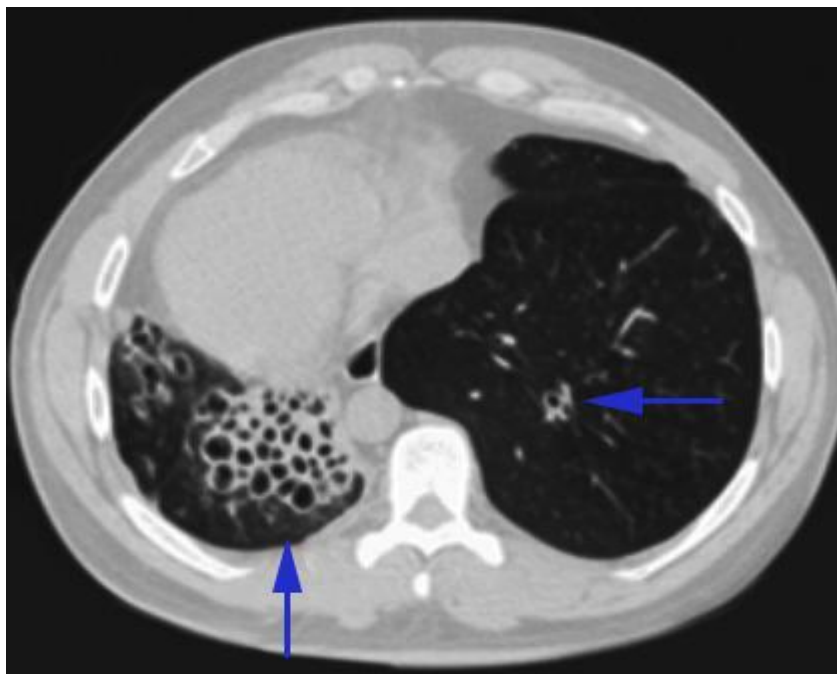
Tomografía axial de tórax. Se observan bronquiectasias basales a predominio derecho.
